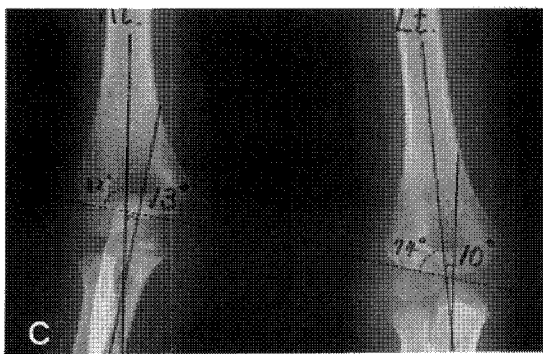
Radiograph shows carrying angle change of decrease of 3 degrees comparing with normal side at 2 years later.
